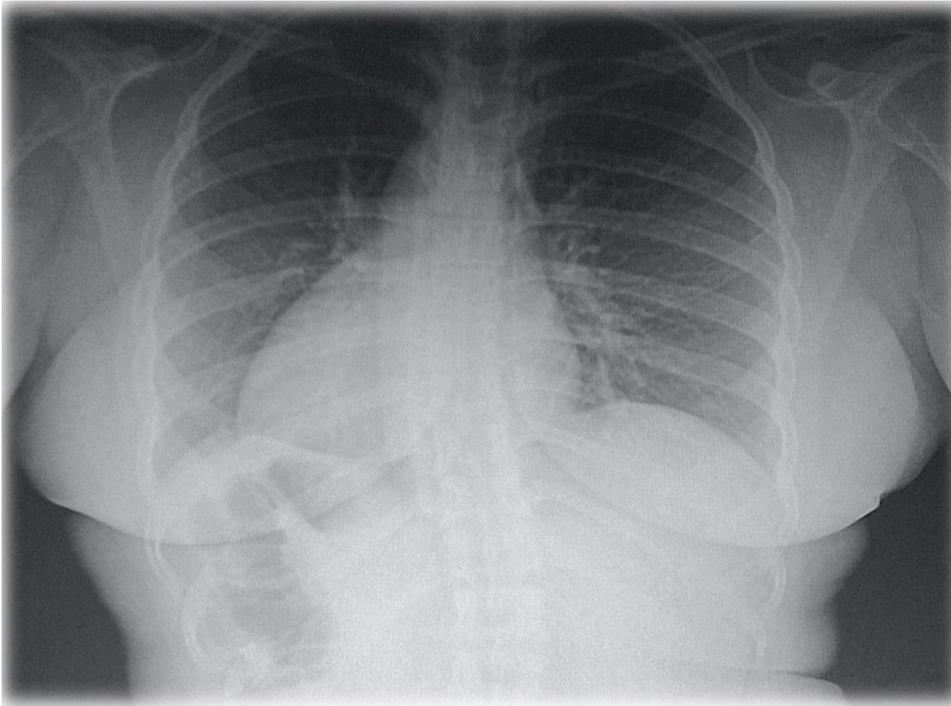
radiografía de tórax en la que se aprecia la silueta cardiaca en el hemitórax derecho
